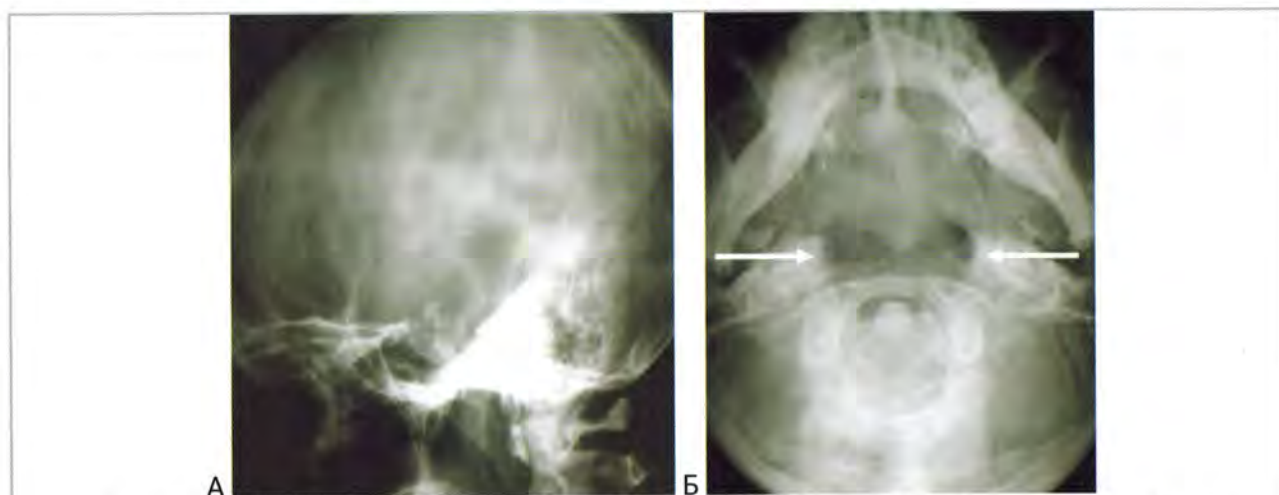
Рентгенограммы больного с хордомой основания черепа. “А” – боковая проекция. “Б” – прямая проекция. Деструкция тела основной кости, ската с разрушением вершин пирамид с двух сторон (стрелки).
